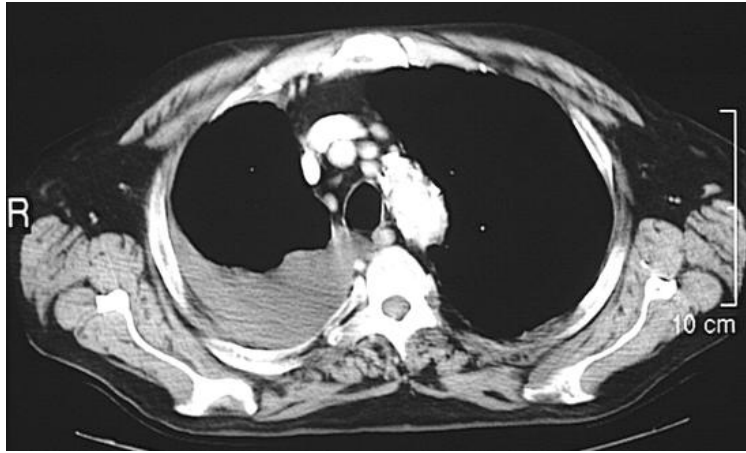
Imagen de tomografía axial computarizada de un derrame pleural neoplásico en paciente diagnosticado de cáncer de pulmón.
